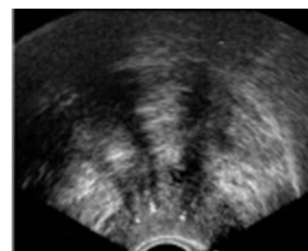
経直腸超音波画像 (TRUS) による変形
